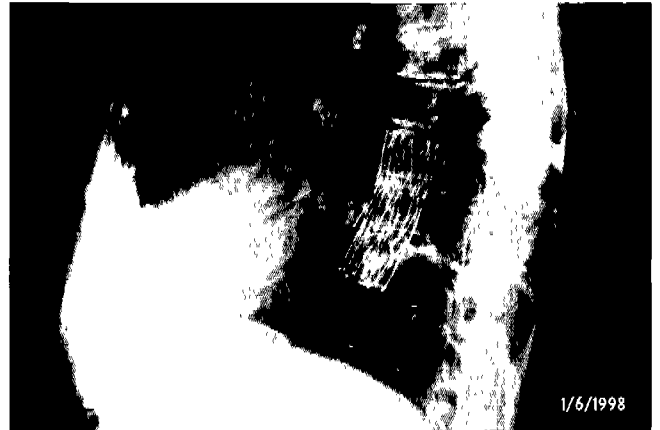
Postoperative chest radiography after insertion of stent graft in thoracic aortic aneurysm
